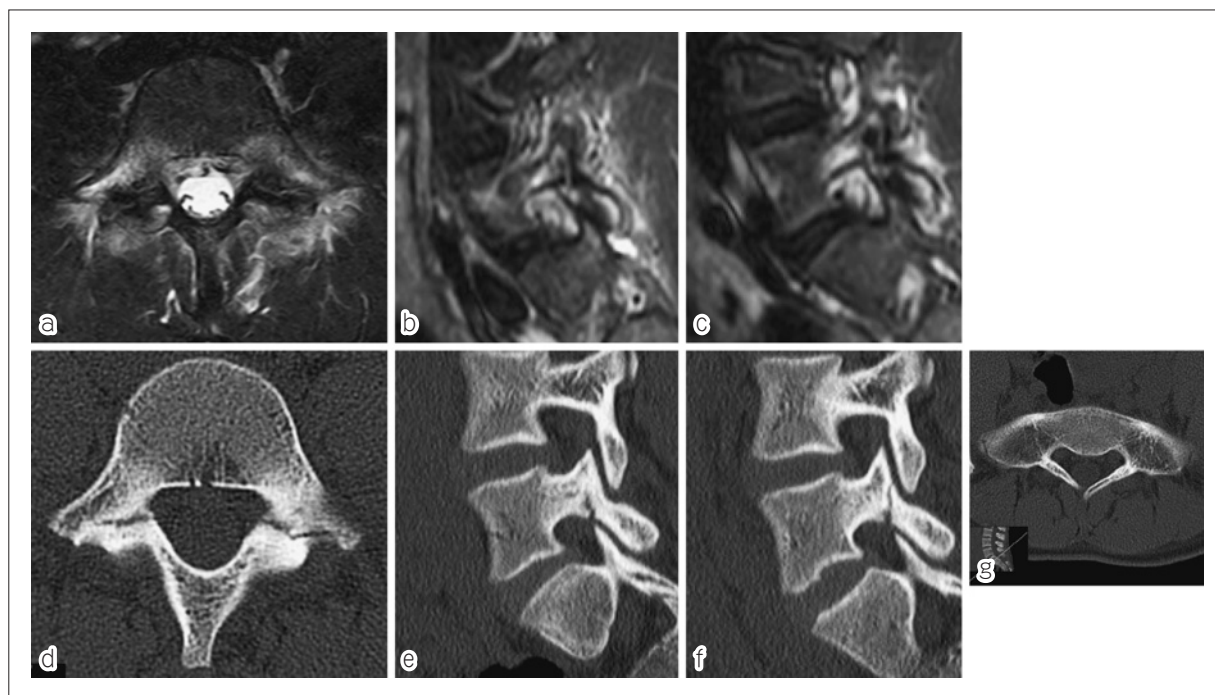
a-c : MRI の STIR 条件で両側の L5 椎弓根周囲に骨髄浮腫を認める。a が水平断, b が右傍正中矢状断, c が左傍正中矢状断。
